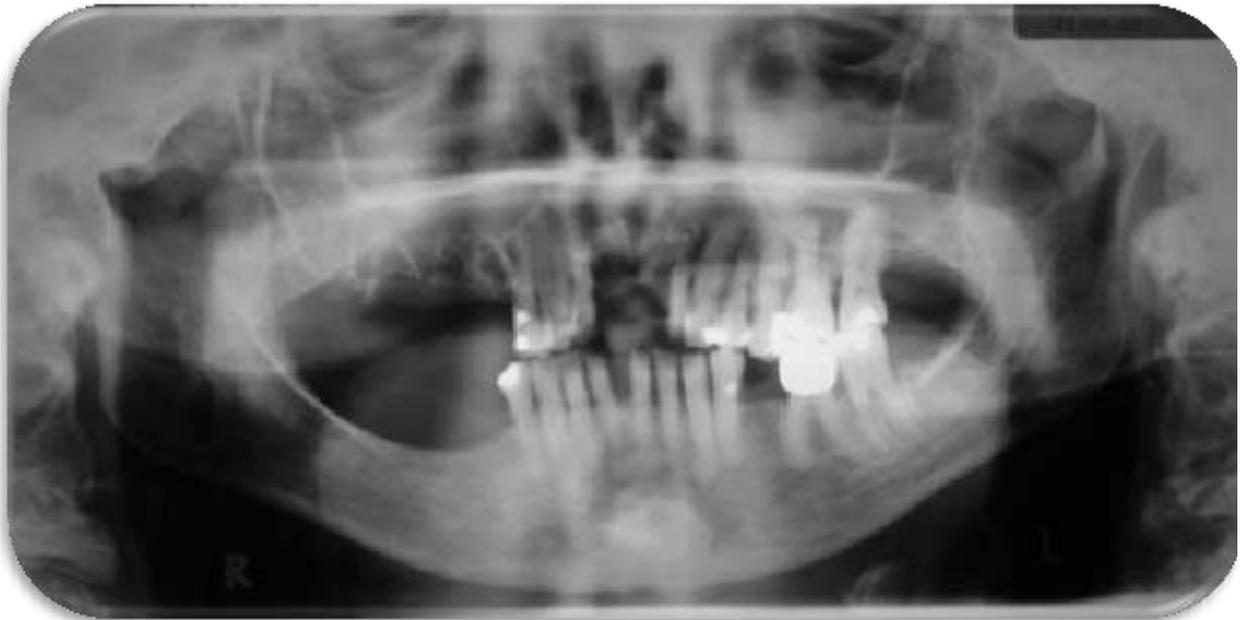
Radiografía panorámica. Se observa persistencia de corticales alveolares por más de 5 meses, y engrosamiento de lámina dura.
